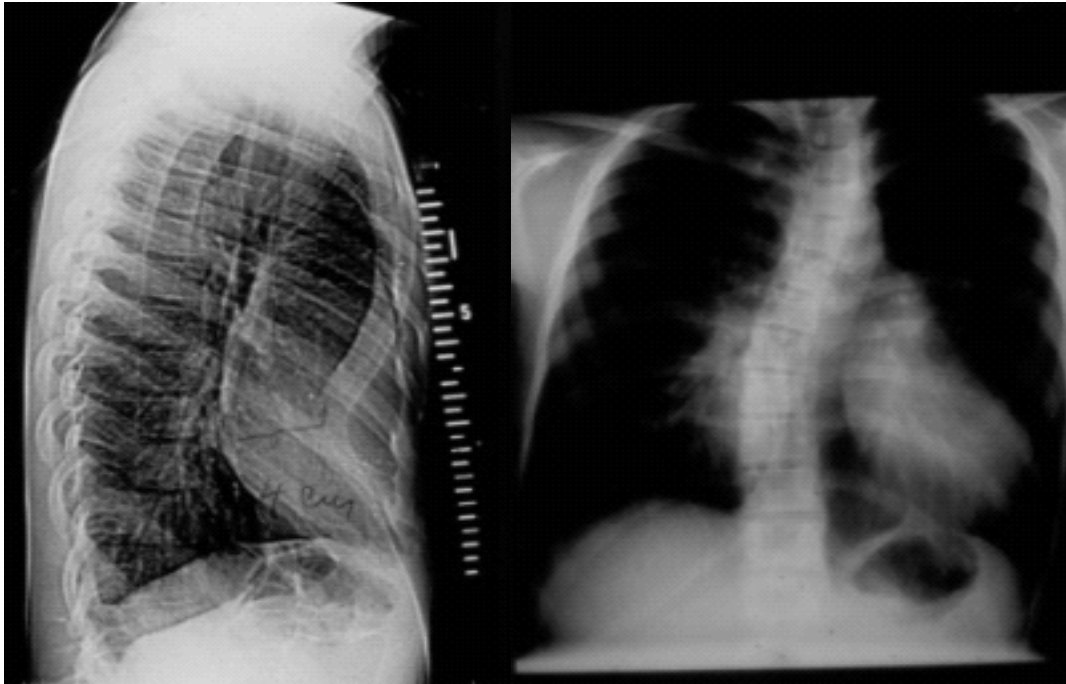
Röntgenbilder des Thorax in der seitlichen Aufnahme (links) und von vorne (rechts)
